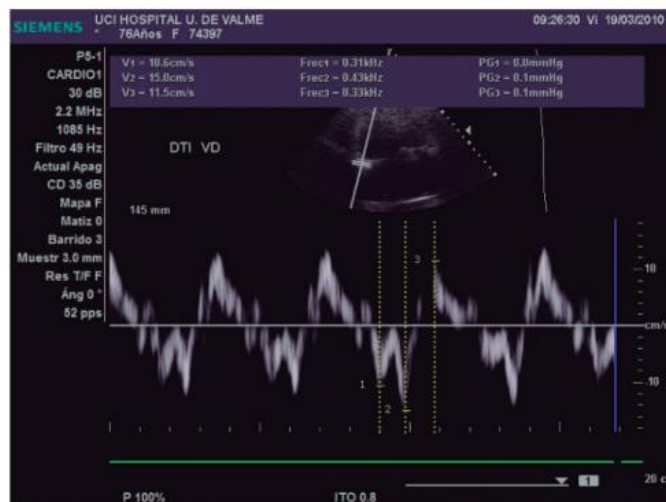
Obtención del Doppler tisular en el plano lateral del anillo tricuspídeo.
